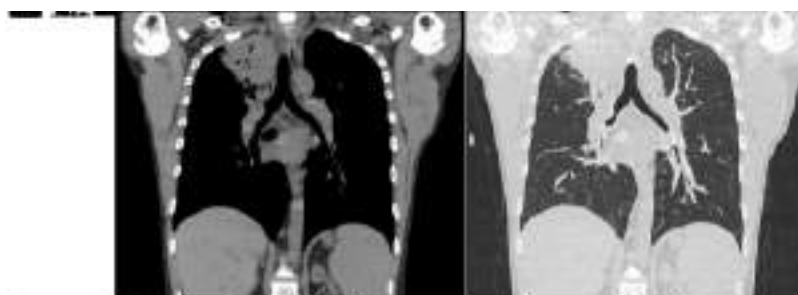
Tomografía simple de tórax: zona de consolidación apical derecha con broncograma aéreo, bronquiectasias cilíndricas y patrón en vidrio deslustrado perilesional y engrosamiento de los septos interlobulillares.
